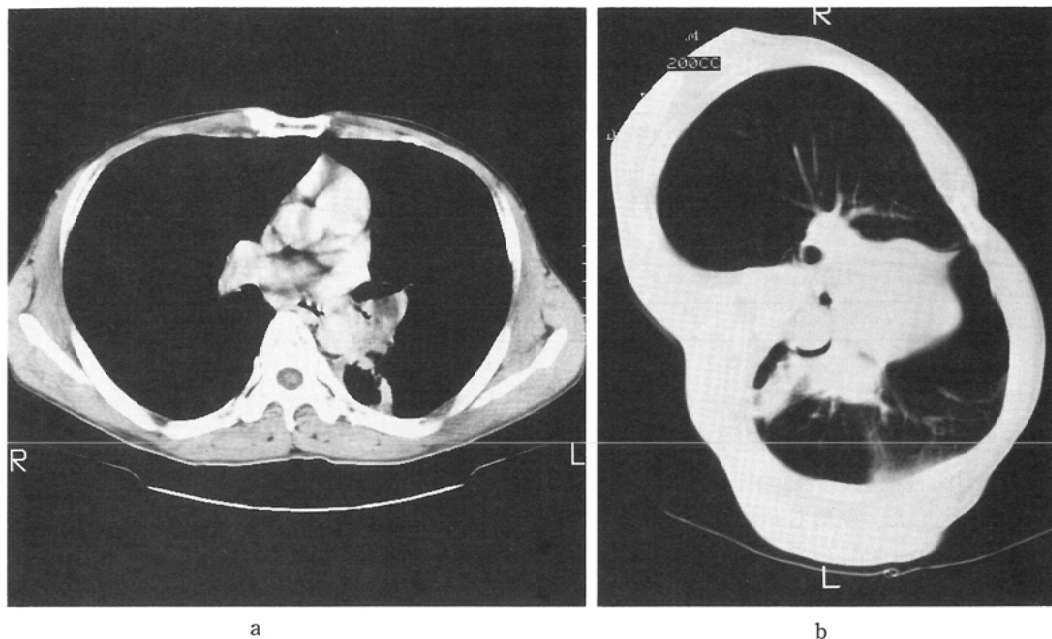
Case 1. a) Enhanced CT scan shows a mass of the left lower lobe being in contact with the descending thoracic aorta. In addition, the low density zone between the aorta and tumor are obliterated, suggestive of invasion.
